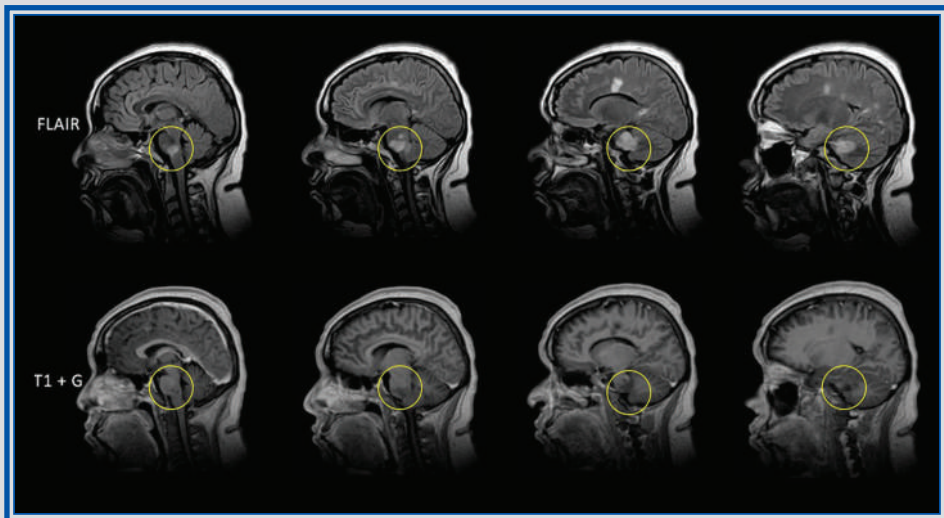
Capítulo 23. Secuencias FLAIR y T1 posgadolinio en corte sagital, con lesión pontina hiperintensa en FLAIR, con leve realce.
